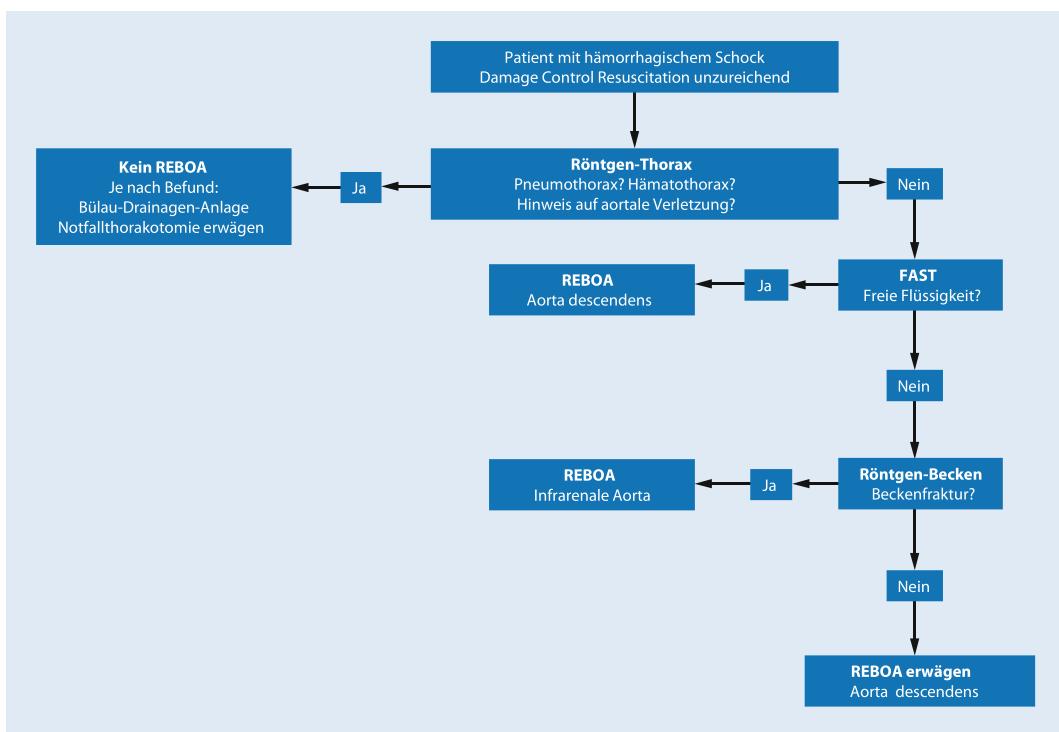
Möglicher Algorithmus zum Einsatz von REBOA bei polytraumatisierten Patienten mit hämorrhagischem Schock im Schockraum. FAST Focused Assessment with Sonography for Trauma
